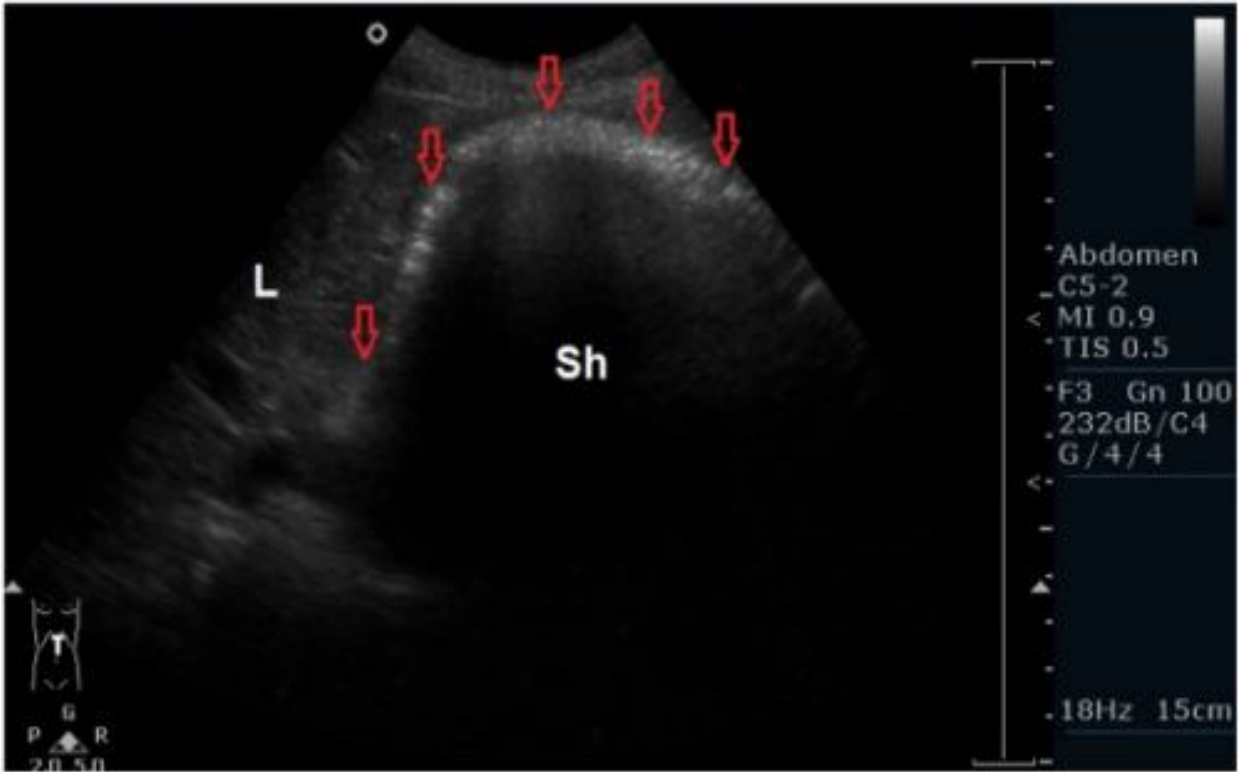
Échographie abdominale: Echogénicité anormale avec cône d'ombre s' étendant de la zone sous-diaphragmatique gauche à la région sous-hépatique droite (87).
